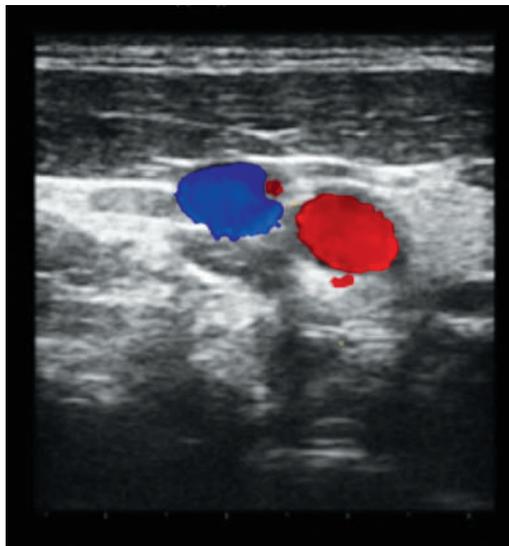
• Color doppler della vena giugulare interna ed arteria carotide.
